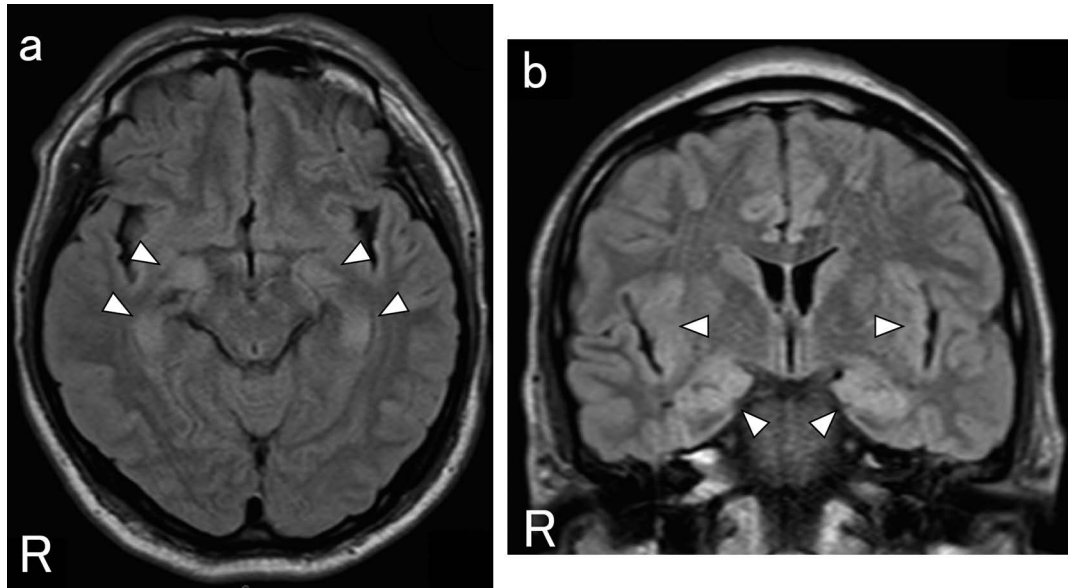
Brain magnetic resonance images.
